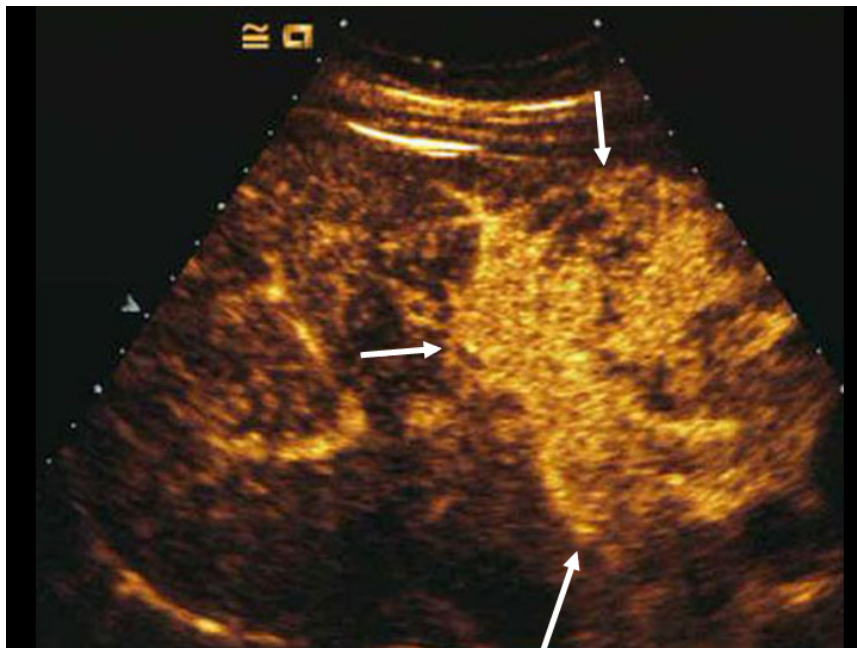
HCC: SonoVue arterielle Phase (14 Sekunden nach Injektion); Hyperechogenität der fokalen Leberläsion (Pfeile). Diese Läsion ist in dem hypoechogenen Areal lokalisiert, welches in der B-mode- Sonographie sichtbar war
